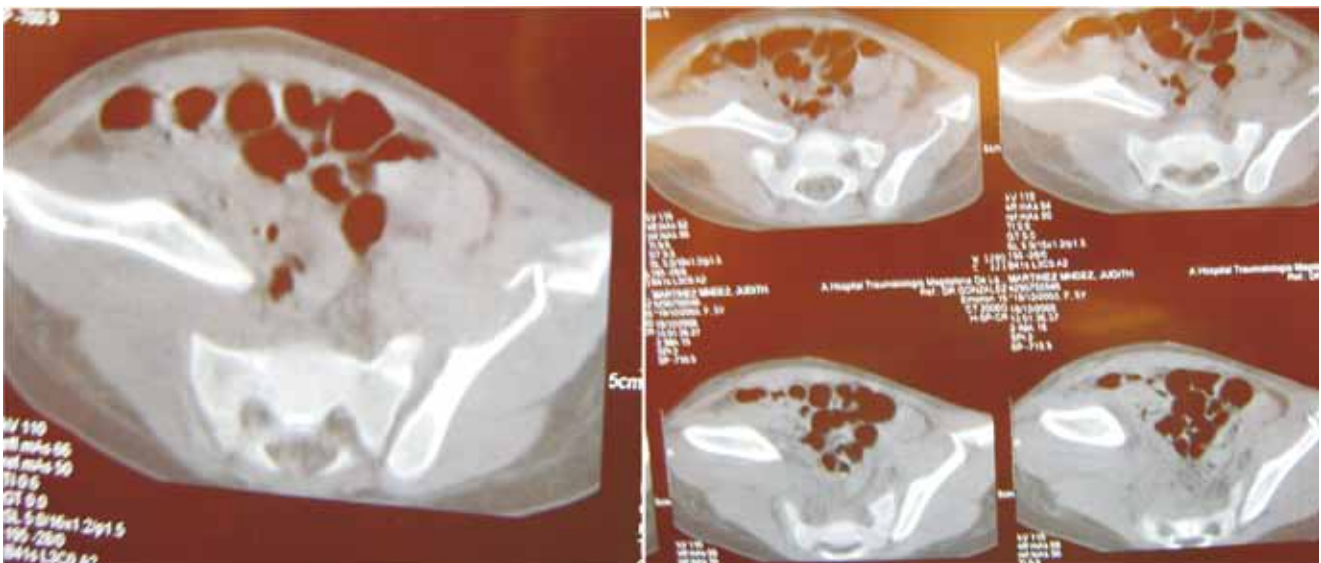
Fotografía de TAC de paciente como resultado de un mecanismo de lesión por compresión lateral.
